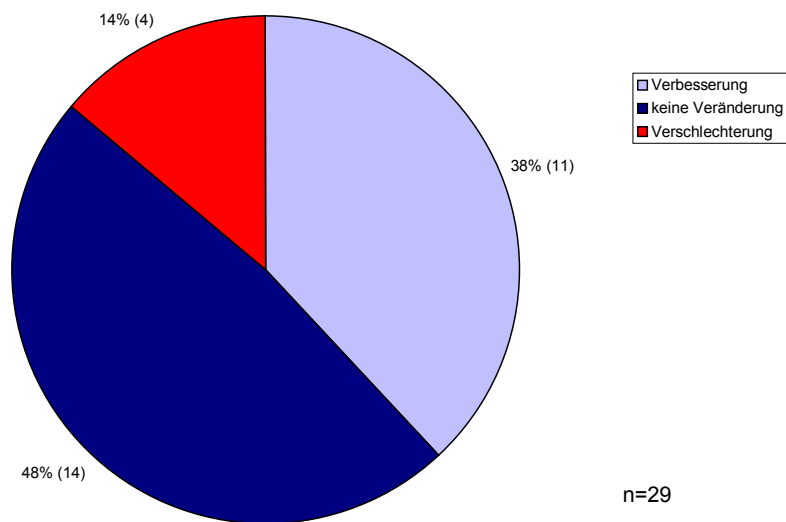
Studiengruppe ohne Obstruktion und mit normaler Funktion – Verlauf des Querdurchmessers des Nierenbeckens in der Sonographie über den gesamten Beobachtungszeitraum hinweg
